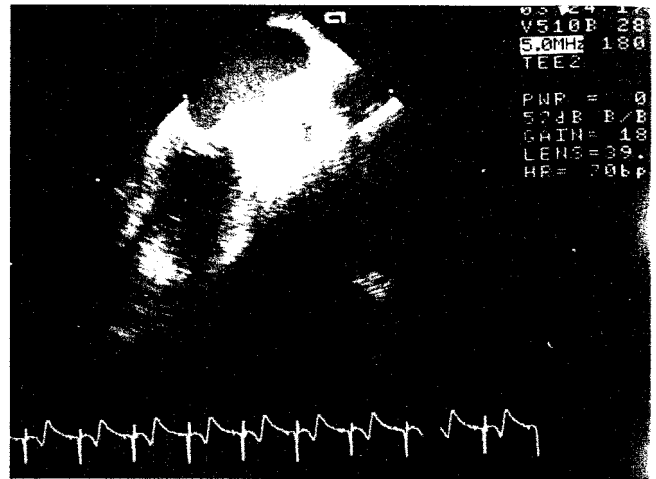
Imagen de la ecografía transesofágica que muestra la presencia de la masa tumoral dentro de la aurícula izquierda.
